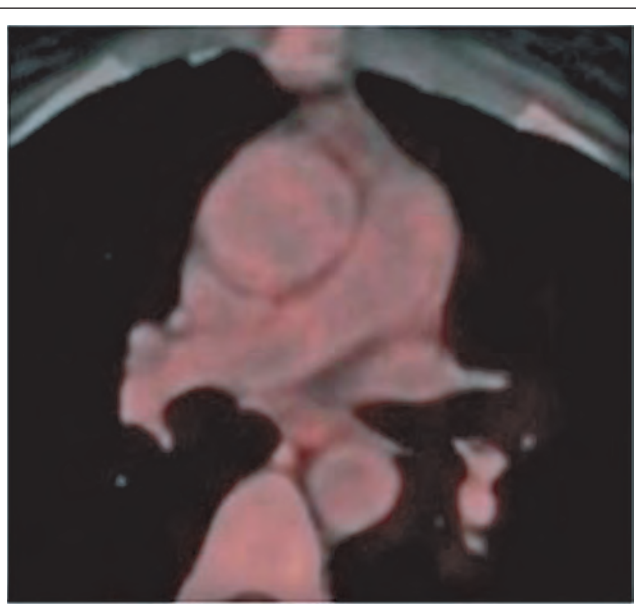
PET-CT: Vaskulitische Prozesse sind nach 3 Wochen hochdosierter Kortikosteroidtherapie nicht mehr nachweisbar.
